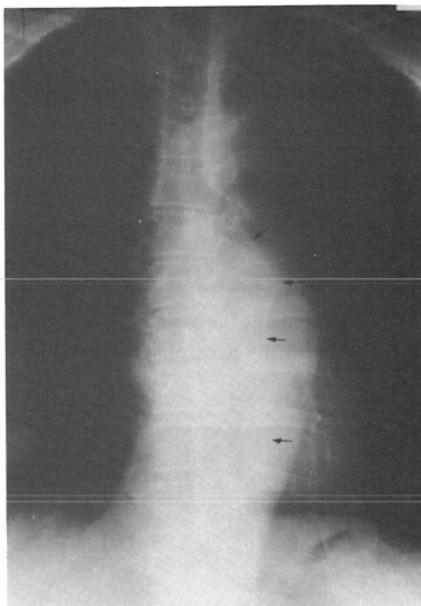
(b) Well-penetrated roentgenogram shows tentorial deviation of the left PSL (arrows).
